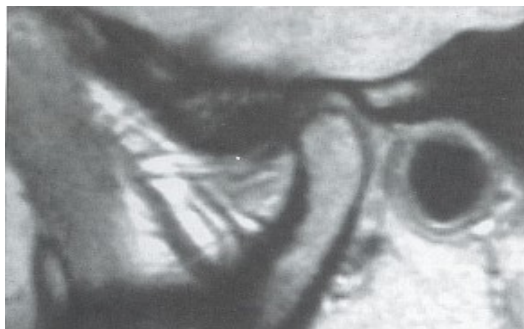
IRM montrant une luxation condylienne (105)
